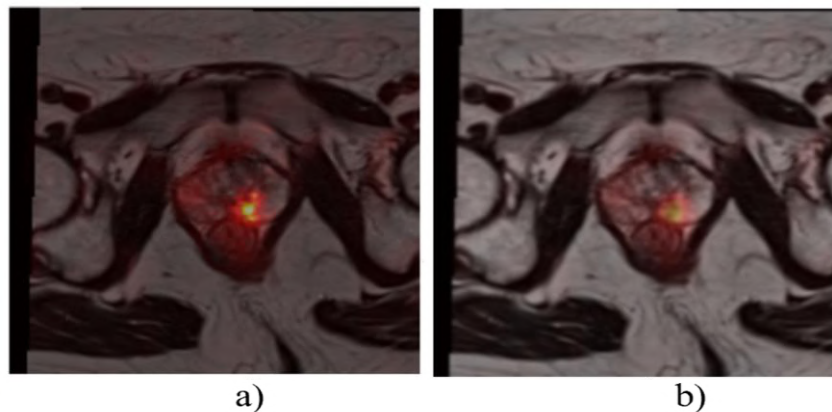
Example of: (a) successful fused MRI/PSMA-PET image using the dmey wavelet at level 2; (b) unsuccessful fused MRI/PSMA-PET image using the Haar wavelet at level 1.
